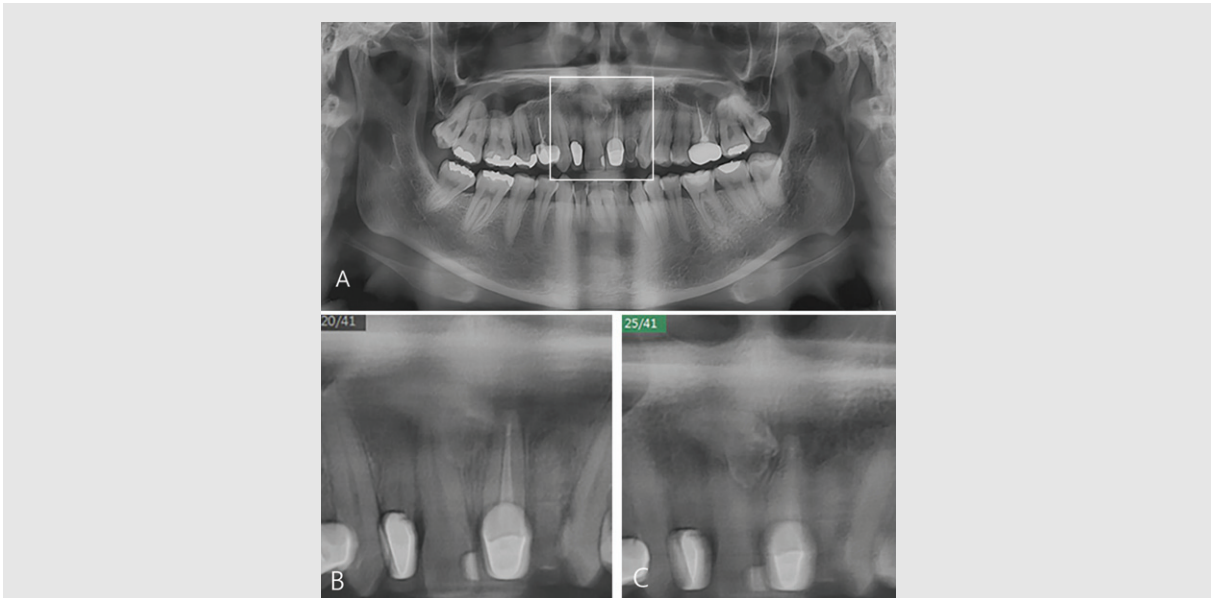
(A) Panoramic radiography shows radiopacity on anterior maxillary area(white box area). (B) 20th image layer from anterior on multi-layer panoramic view shows distinct #11, 21 tooth and blurring mesiodens. (C) 25th image layer from anterior on multi-layer panoramic view shows blurring #11, 21 tooth and distinct mesiodens.
